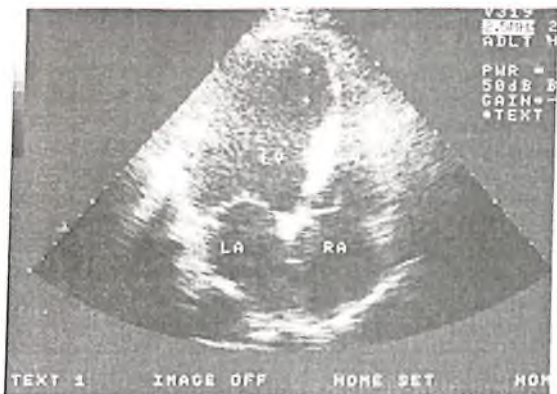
Двухмерная эхокардиограмма, зарегистрированная в позиции четырехкамерного сердца у больного с истинной аневризмой МЖП и верхушки.
